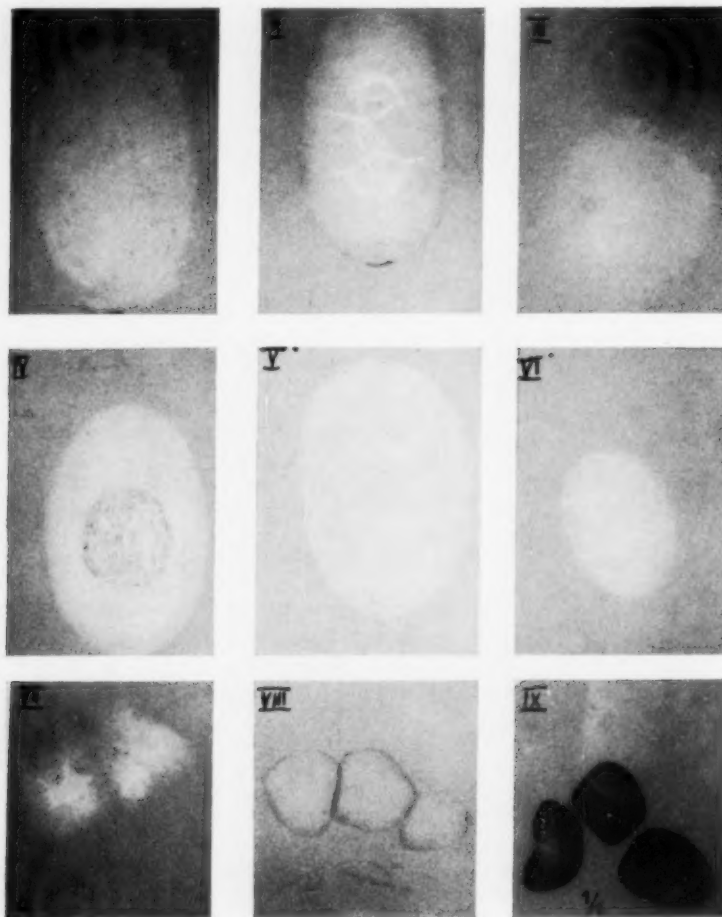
Röntgenogramm der gleichen Steine in künstlicher Galle.
